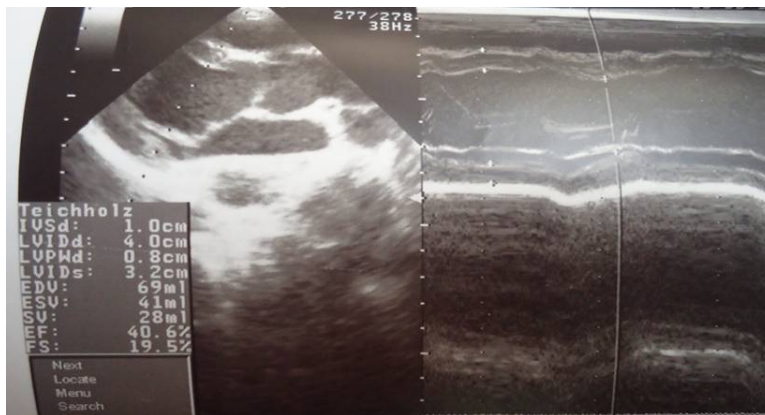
Ecocardiograma (valvulopatía septal de la mitral)
